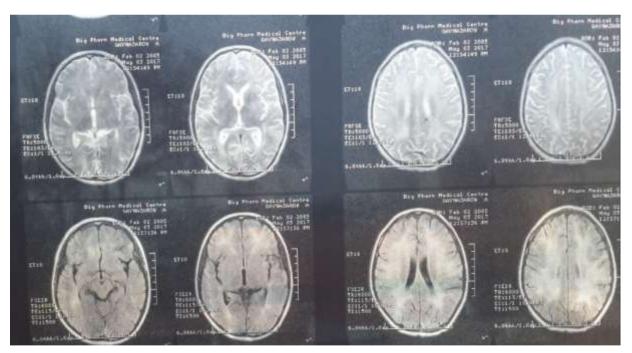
МРТ головного мозга от 03.05.2017 г.
